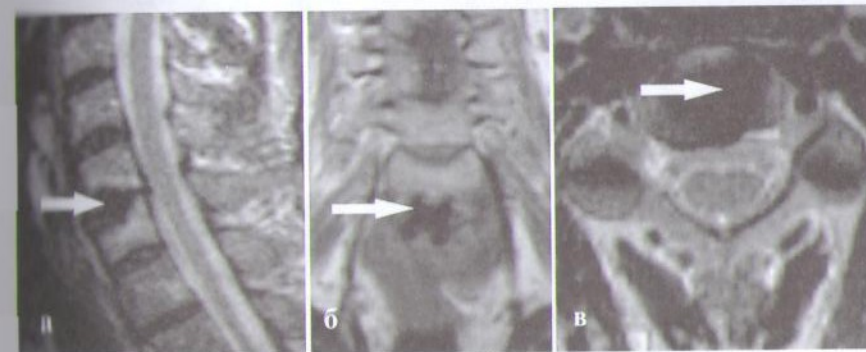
МРТ больного с дегенеративным спондилоартрозом позвоночника после микродискэктомии С5–С6-позвонков с установкой прямоугольного межтелового кейджа. На боковом (а), фронтальном (б) и сагиттальном (в) срезах видно отсутствие кифотической деформации позвоночника и протрузии фиброзного кольца в зоне операции.
